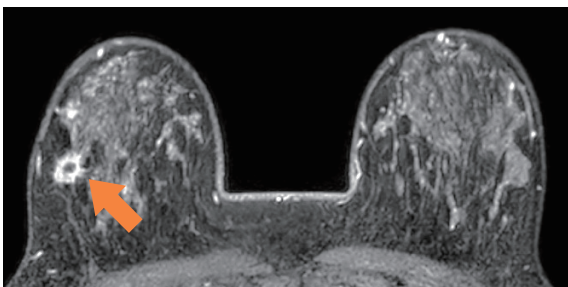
ダイナミック造影MRI(投与2分後、横断像)
